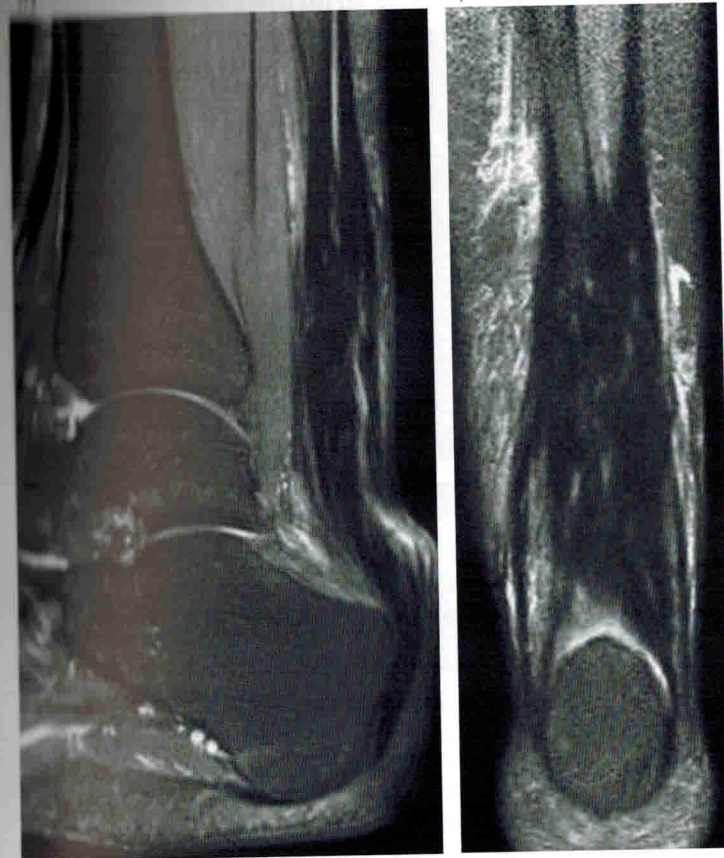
МРТ голеностопного сустава. Послеоперационные изменения Ахиллова сухожилия
